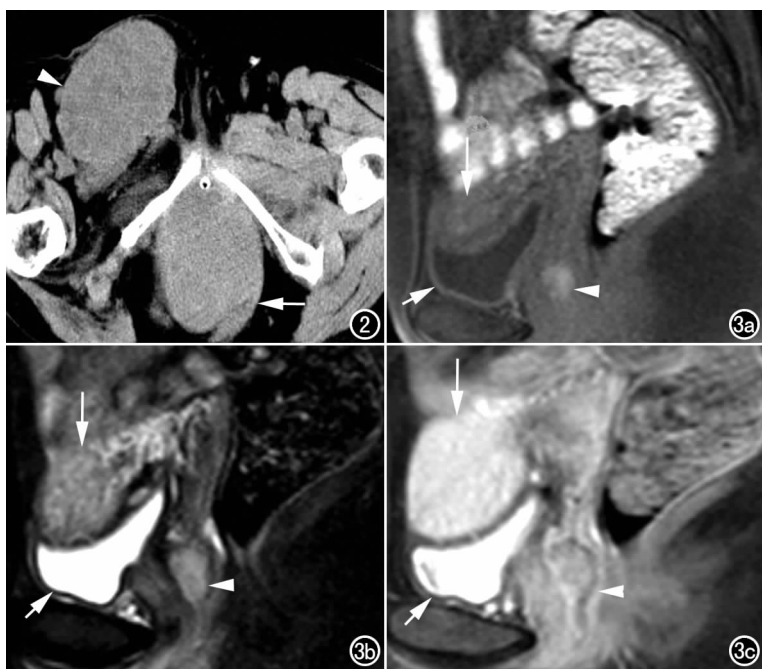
病例 2, 女, 64 岁, 直肠原发恶性黑色素瘤。CT 平扫示直肠下端巨大肿块 (箭), 密度均匀, 直肠腔明显变窄; 右侧会阴见软组织肿块 (箭头)。
